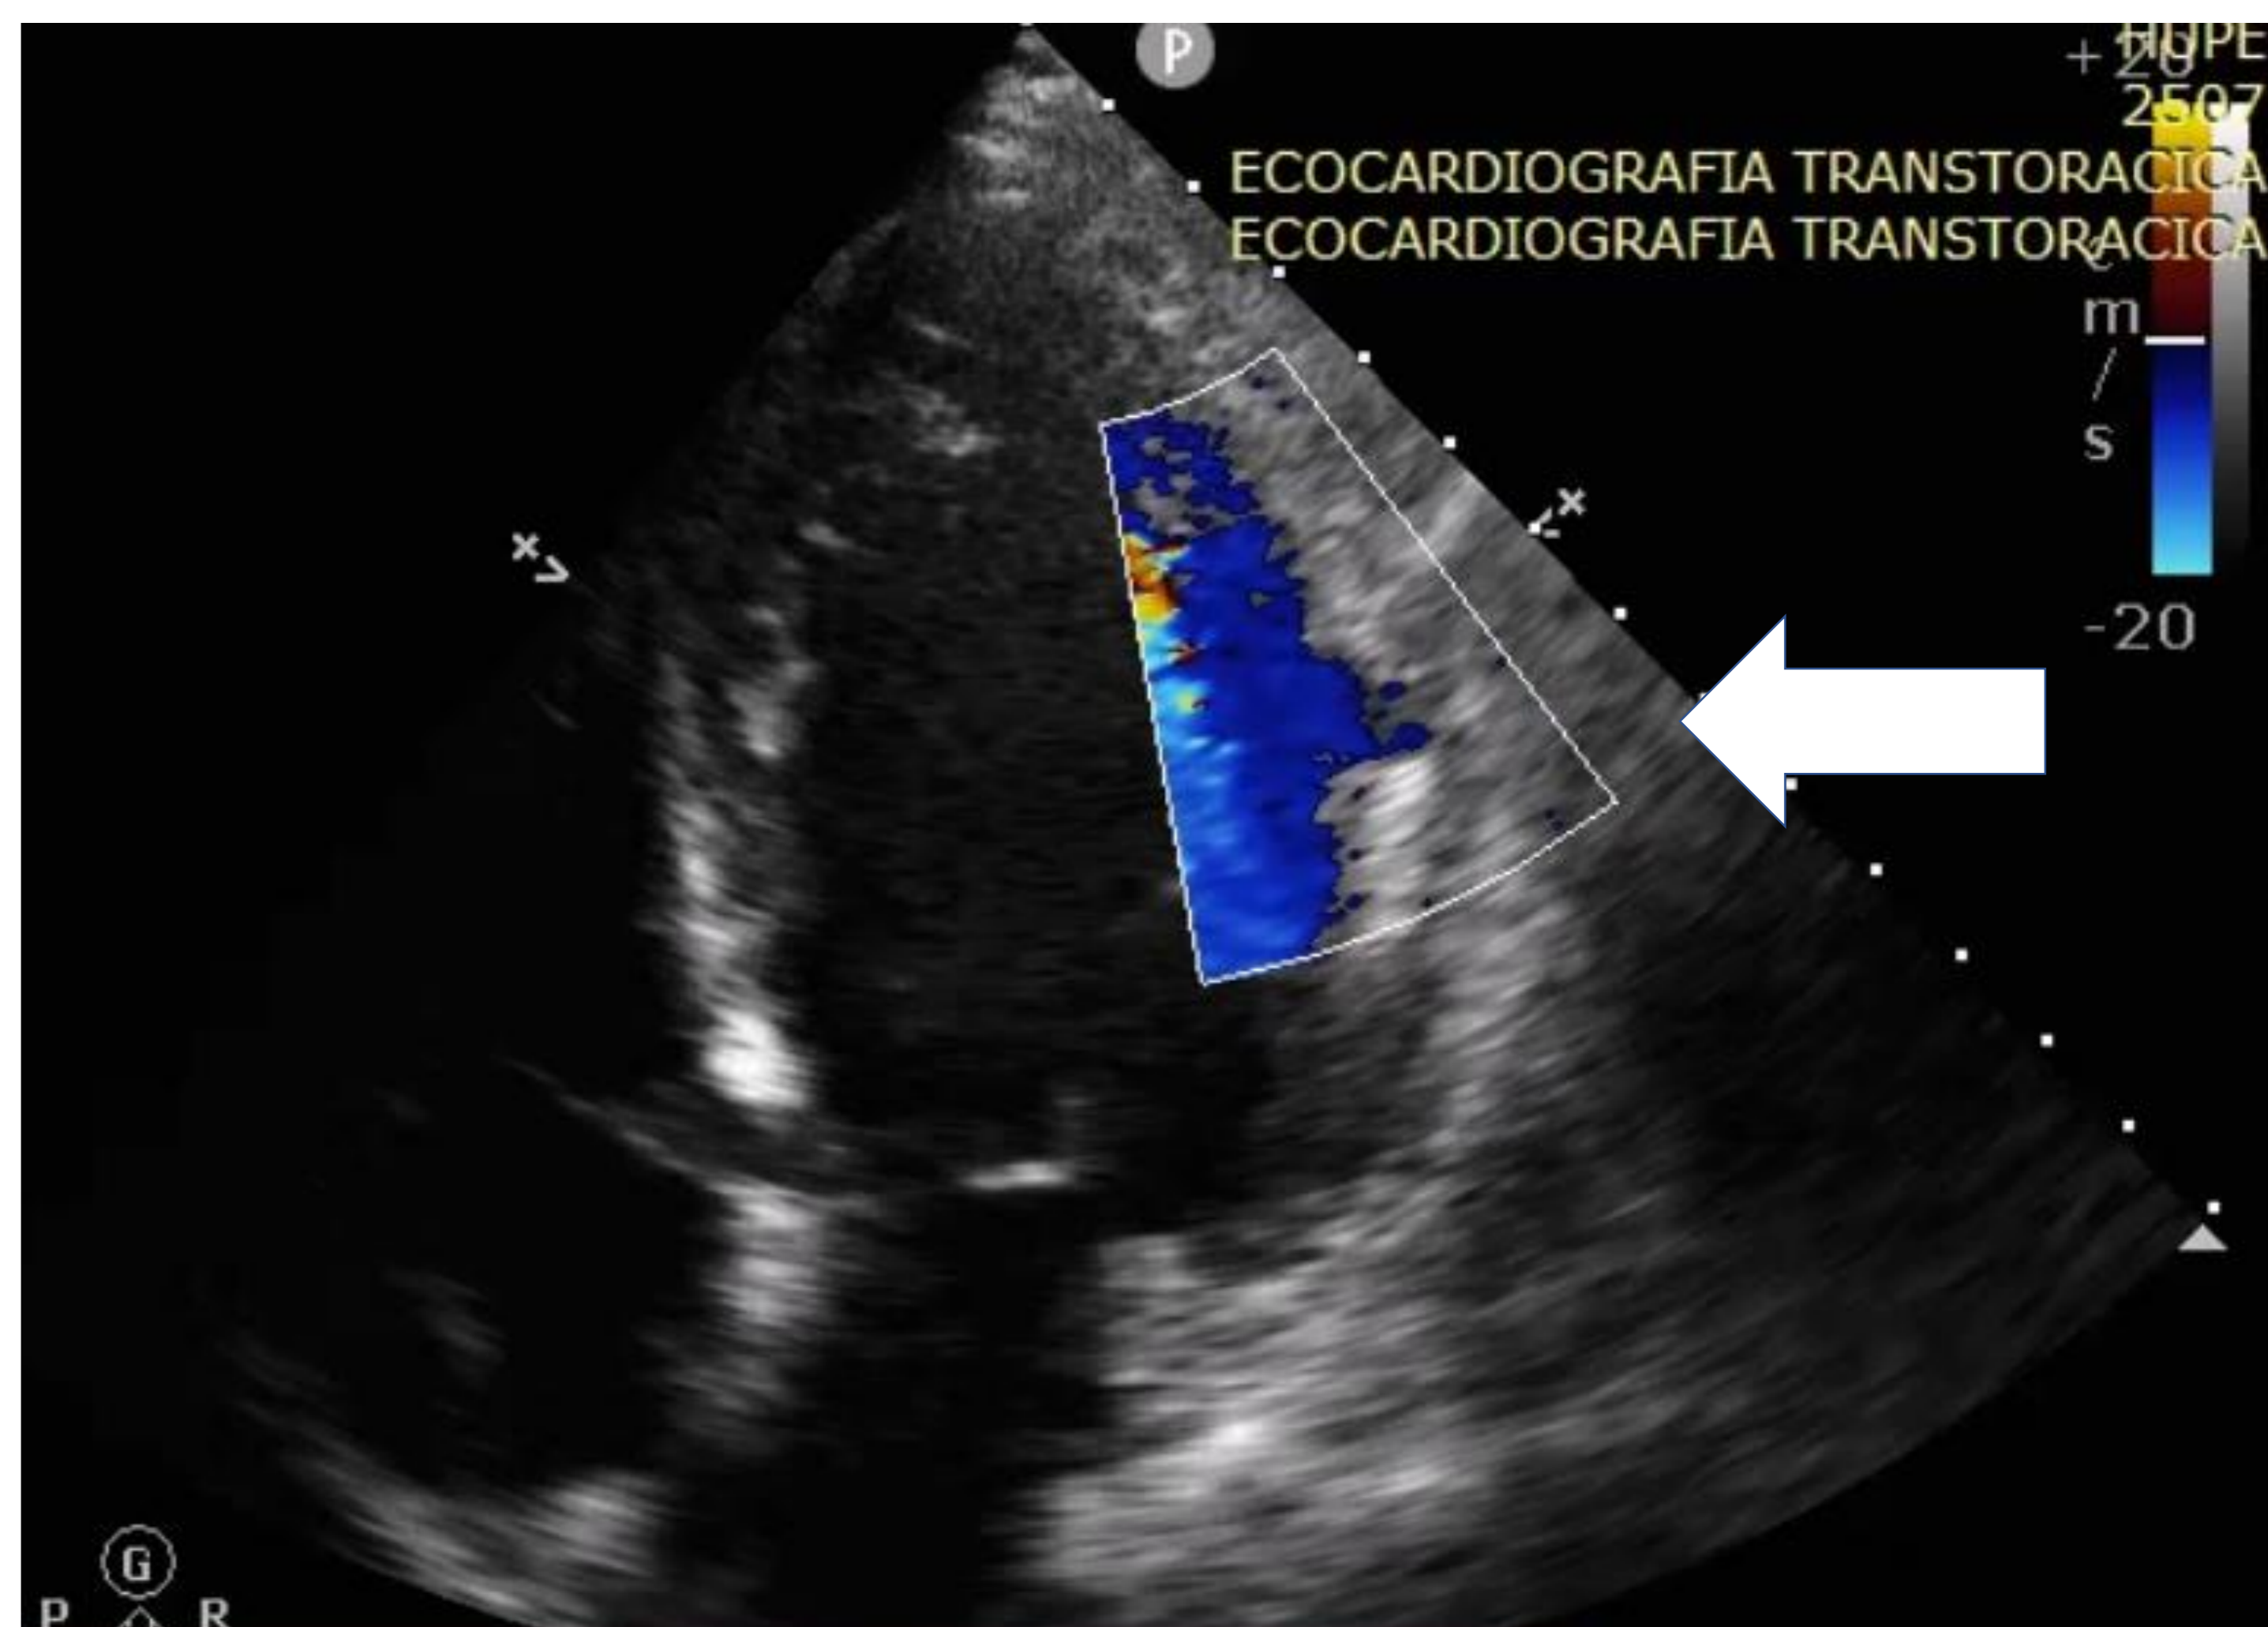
Ecocardiograma transtorácico apresentando fluxo ao doppler da falha de contiguidade na porção média lateral do VE.
